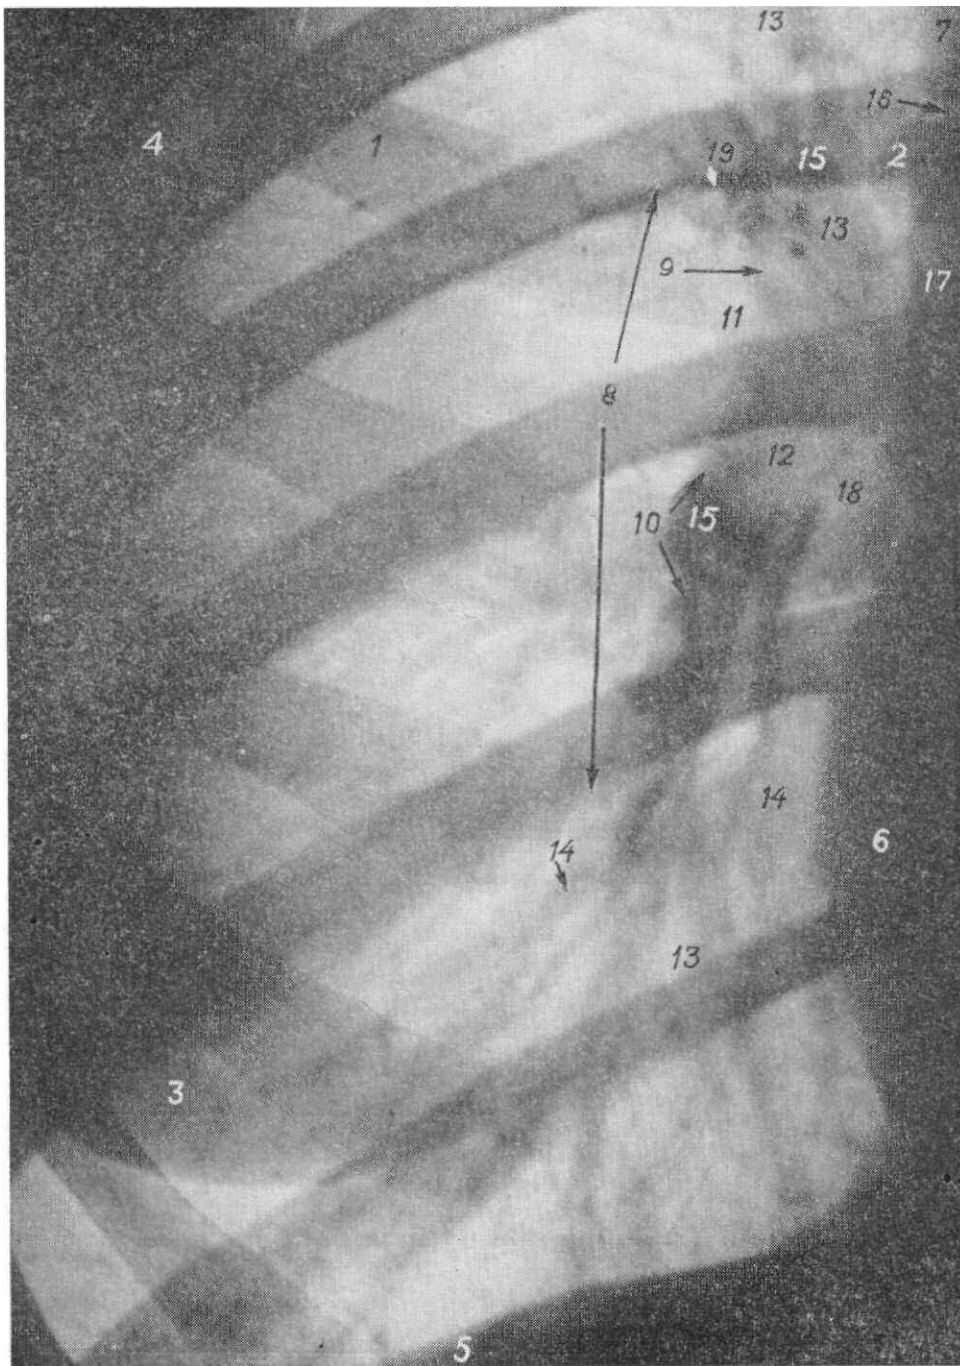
Контактный отпечаток рентгенограммы правого легкого. Смешанный тип ветвления сосудов.
